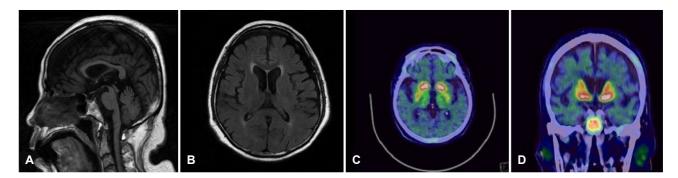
(A) T1-weighted magnetic resonance imaging scan revealed selective atrophy of the midbrain with relative preservation of pons, showing hummingbird sign. (B) There was no evidence of hydrocephalus or other abnormalities in the T2 fluid attenuated inversion recovery image. (C, D) <sup>18</sup>F-fluorinated-N-3-fluoropropyl-2-b-carboxymethoxy-3-b-(4-iodophenyl) positron emission tomography image showed reduced dopamine transporter binding in bilateral caudate nucleus and putamen.
